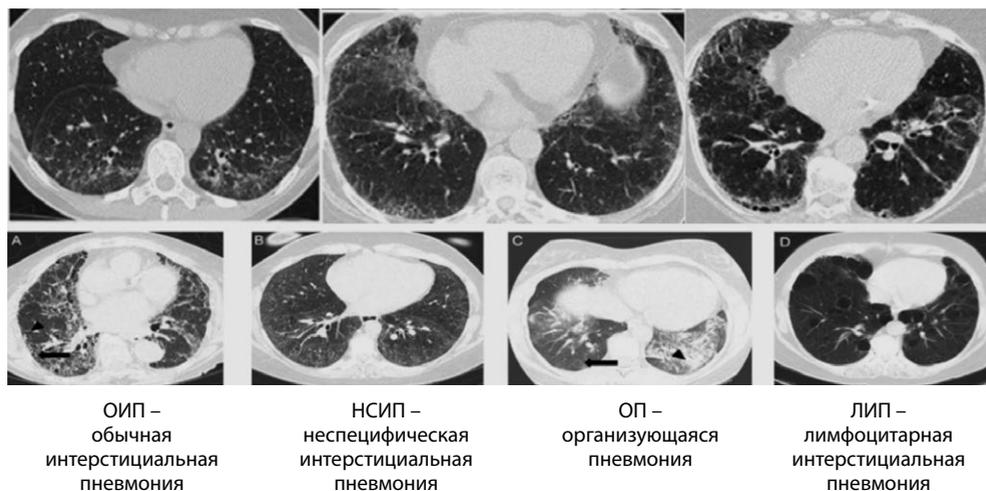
Интерстициальные КТ-паттерны
